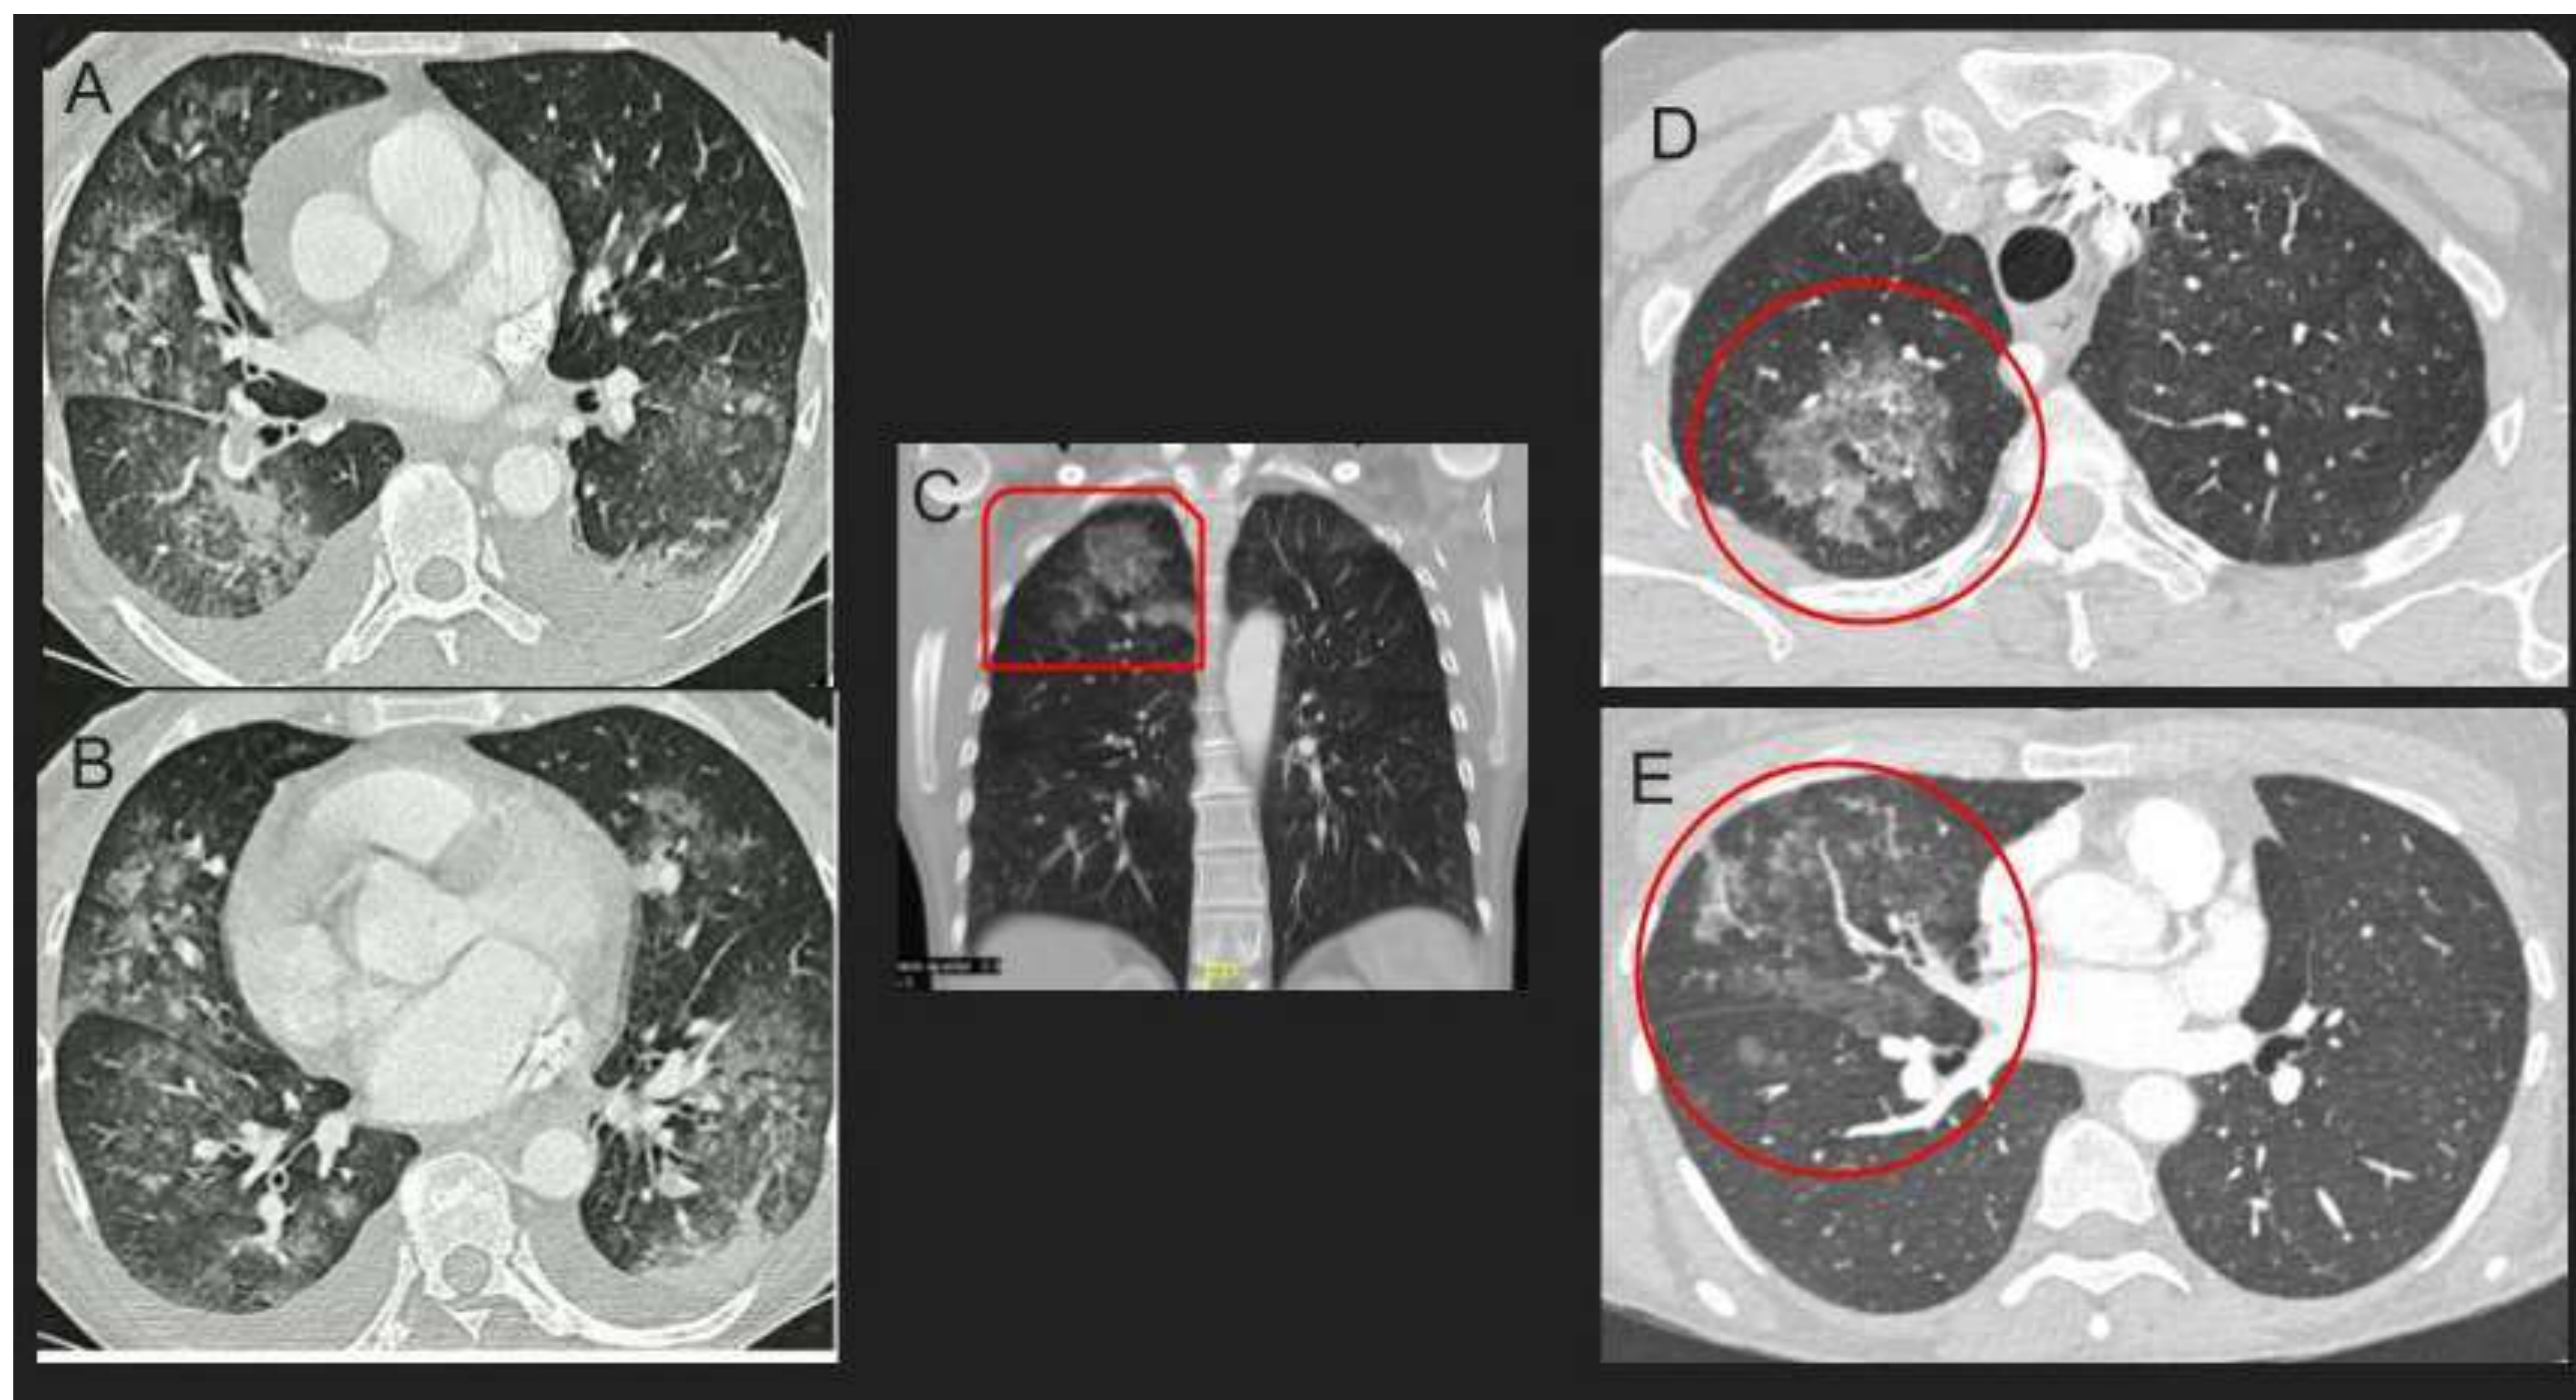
Imágenes TC de 2 pacientes diferentes con clínica de hemoptisis. Las imágenes A y B muestran áreas difusas de vidrio esmerilado combinadas con engrosamiento de septos interlobulares (crazy paving). Las imágenes C, D y E muestran un área pulmonar localizada de vidrio esmerilado con engrosamiento de septos interlobulares.
